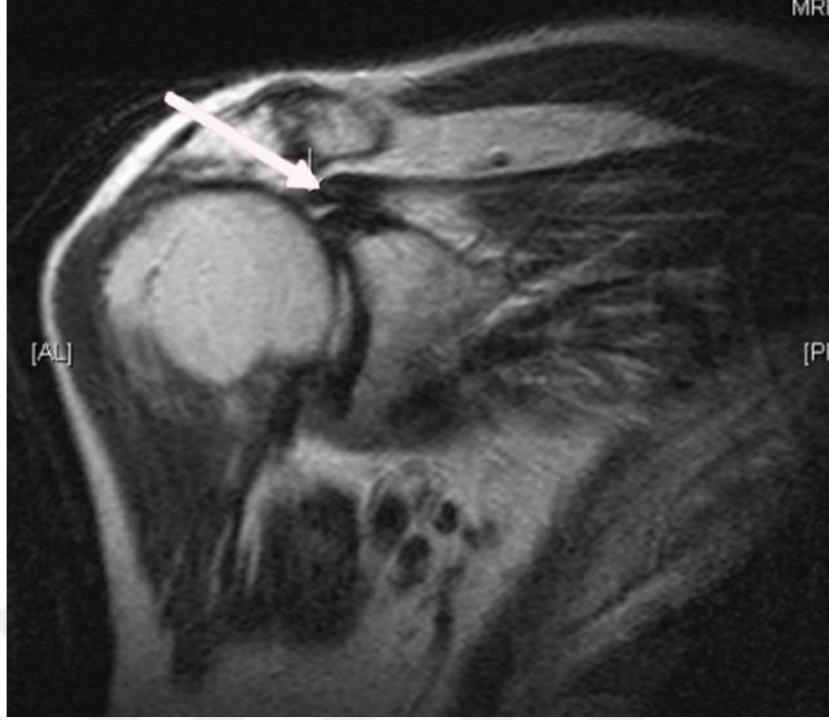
Os acromiale MRG görüntüsü
